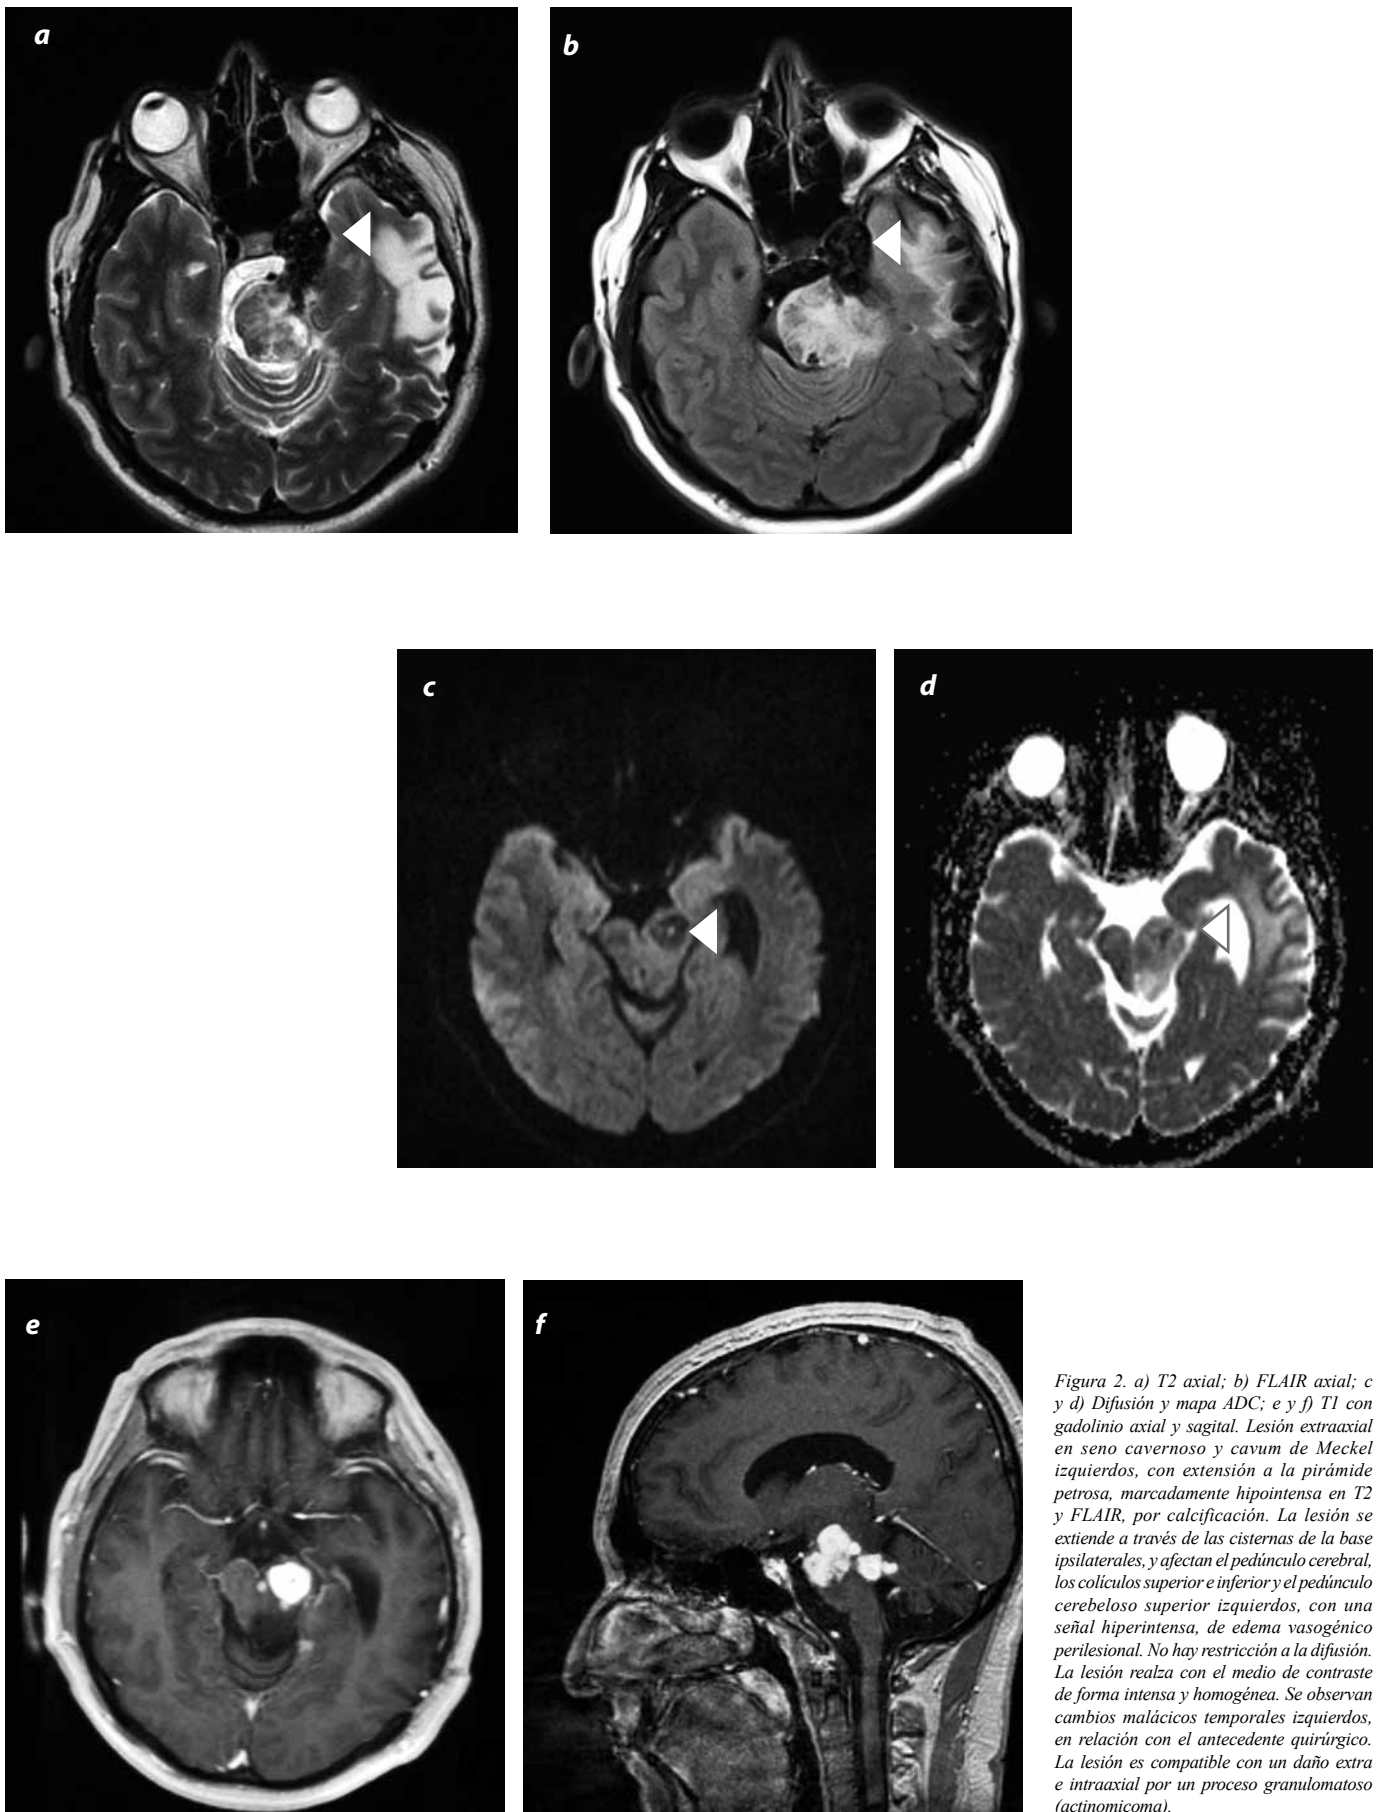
a) T2 axial; b) FLAIR axial; c y d) Difusión y mapa ADC; e y f) T1 con gadolinio axial y sagital. Lesión extraaxial en seno cavernoso y cavum de Meckel izquierdos, con extensión a la pirámide petrosa, marcadamente hipointensa en T2 y FLAIR, por calcificación. La lesión se extiende a través de las cisternas de la base ipsilaterales, y afectan el pedúnculo cerebral, los colículos superior e inferior y el pedúnculo cerebeloso superior izquierdos, con una señal hiperintensa, de edema vasogénico perilesional. No hay restricción a la difusión. La lesión realza con el medio de contraste de forma intensa y homogénea. Se observan cambios malácicos temporales izquierdos, en relación con el antecedente quirúrgico. La lesión es compatible con un daño extra e intraaxial por un proceso granulomatoso (actinomicoma).
